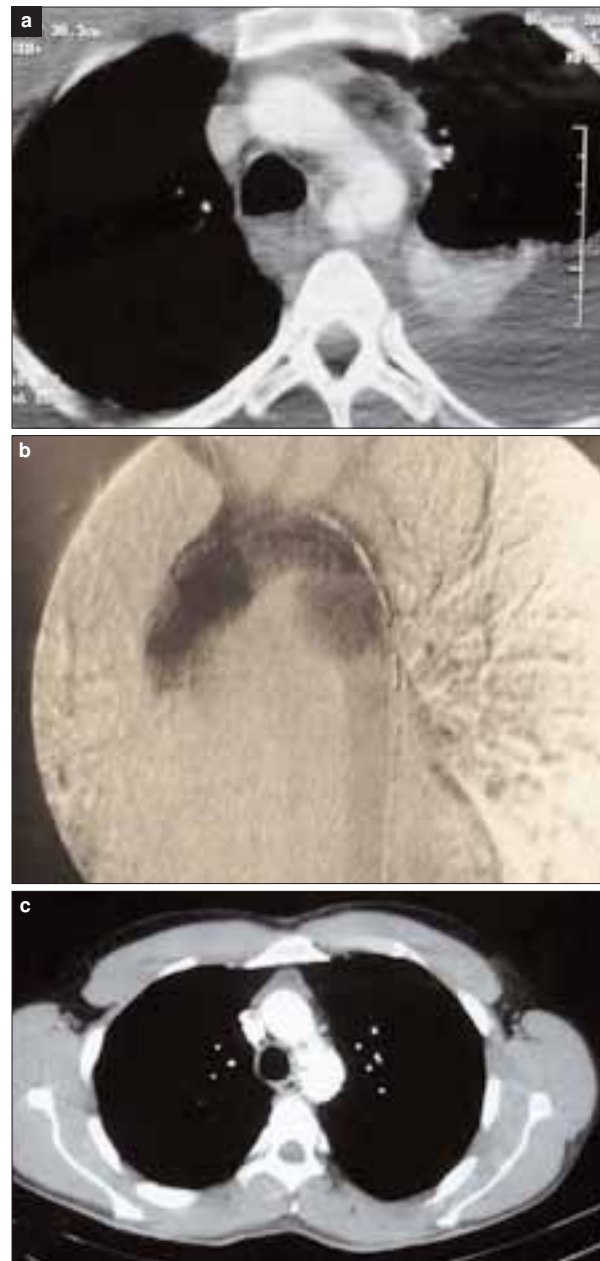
Tomografía axial computarizada (TAC) preoperatoria (a), arteriografía intraoperatoria (b) y TAC de control a los seis meses (c).
